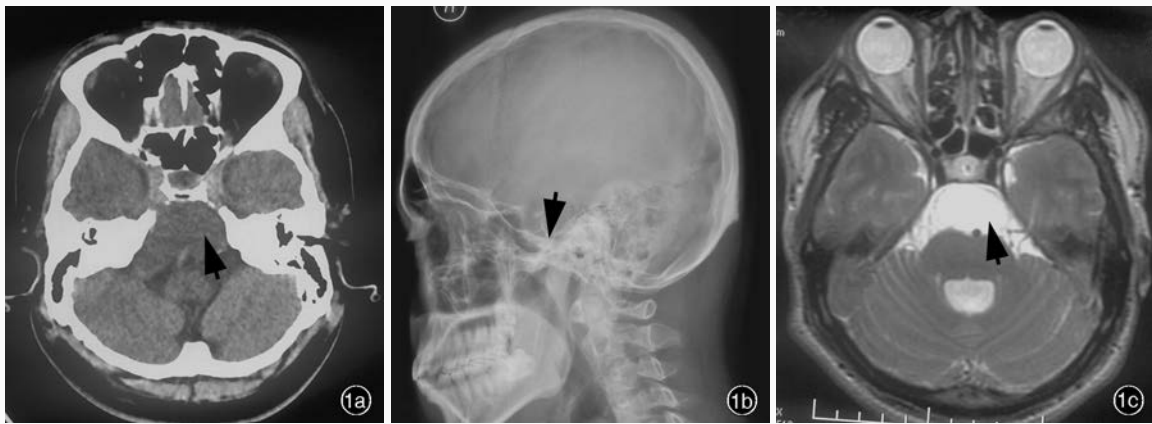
例 1 患者手术前后头部影像学检查所见 1a 术前 CT 显示,延髓腹侧类圆形占位性病变,密度混杂,以低密度为主(箭头所示),斜坡受压变薄 1b 术前 X 线显示,鞍背斜坡骨质欠规则(箭头所示) 1c 术前横断面 T₂WI 显示,脑干前方囊性病灶呈均匀高信号,形态规则(箭头所示),病灶压迫脑桥,第四脑室明显扩大 1d 术后横断面 T₂WI 显示,原脑干前方囊性病灶消失(箭头所示),脑桥受压较前减轻
